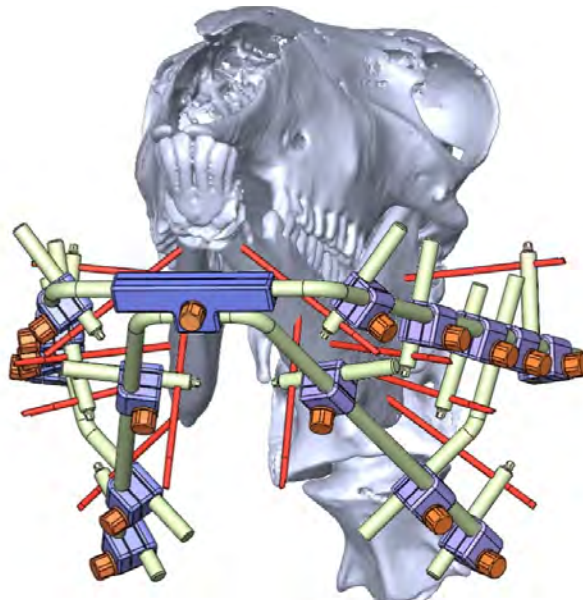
3D-реконструкция головы животного, участвующего в эксперименте, овцематки породы Советский меринос, по данным мультиспиральной компьютерной томографии с фиксированным устройством для стабилизации и позиционирования сохраненных фрагментов нижней челюсти (Локтионова М.В.)
